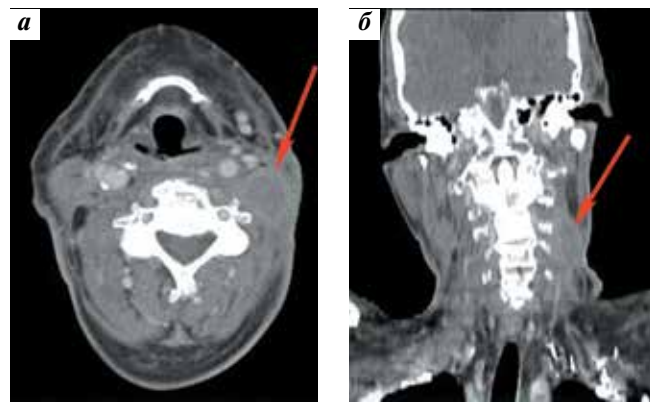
Пациент Д. Пятый рецидив плоскоклеточного рака кожи левой ушной раковины в мягкие ткани шеи. Компьютерная томография головы и шеи с внутривенным контрастированием: а – аксиальный срез; б – фронтальный срез. Визуализировано неоднородное образование с периферическим накоплением контрастного вещества в мягких тканях шеи слева на уровне нижнего края позвонка С₂, распространяющееся кзади от сосудистого пучка до нижней трети шеи
